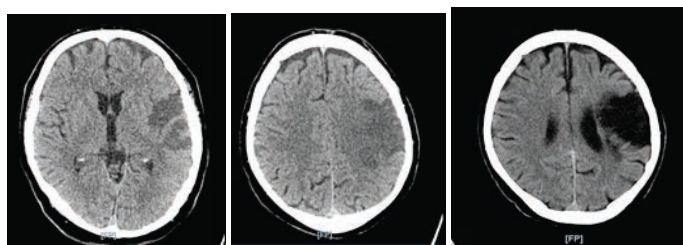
КТ-снимки А и В с признаками ранних ишемических изменений через 24 ч после тромбэктомии КТ-снимок С был получен при контрольном обследовании спустя год
